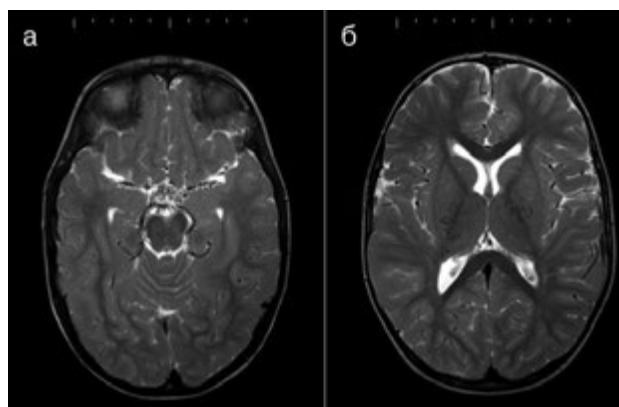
МР-томограмма головного мозга в аксиальной плоскости ребенка Ф., 2,5 лет. Режим T2-взвешенные изображения в импульсной последовательности TSE:
